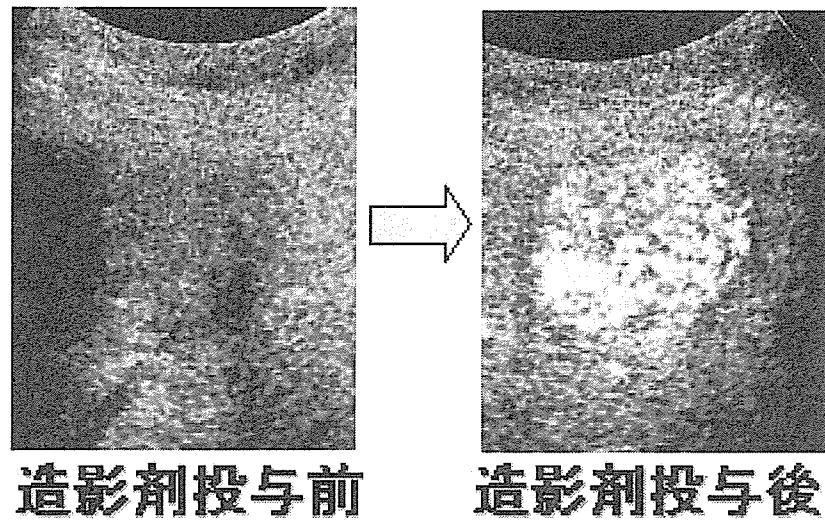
超音波造影剤投与による微小腫瘍の可視化
